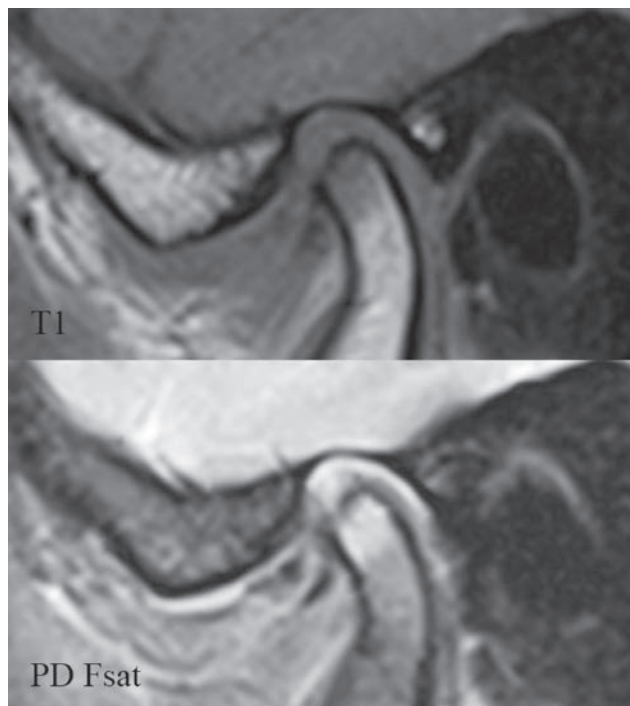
Пацієнт К., 37р., жінка. МРТ лівого СНЩС у КСП (PD). Повне переднє зміщення суглобового диска (заднє потовщення диска знаходиться на 9 год умовного циферблату).
